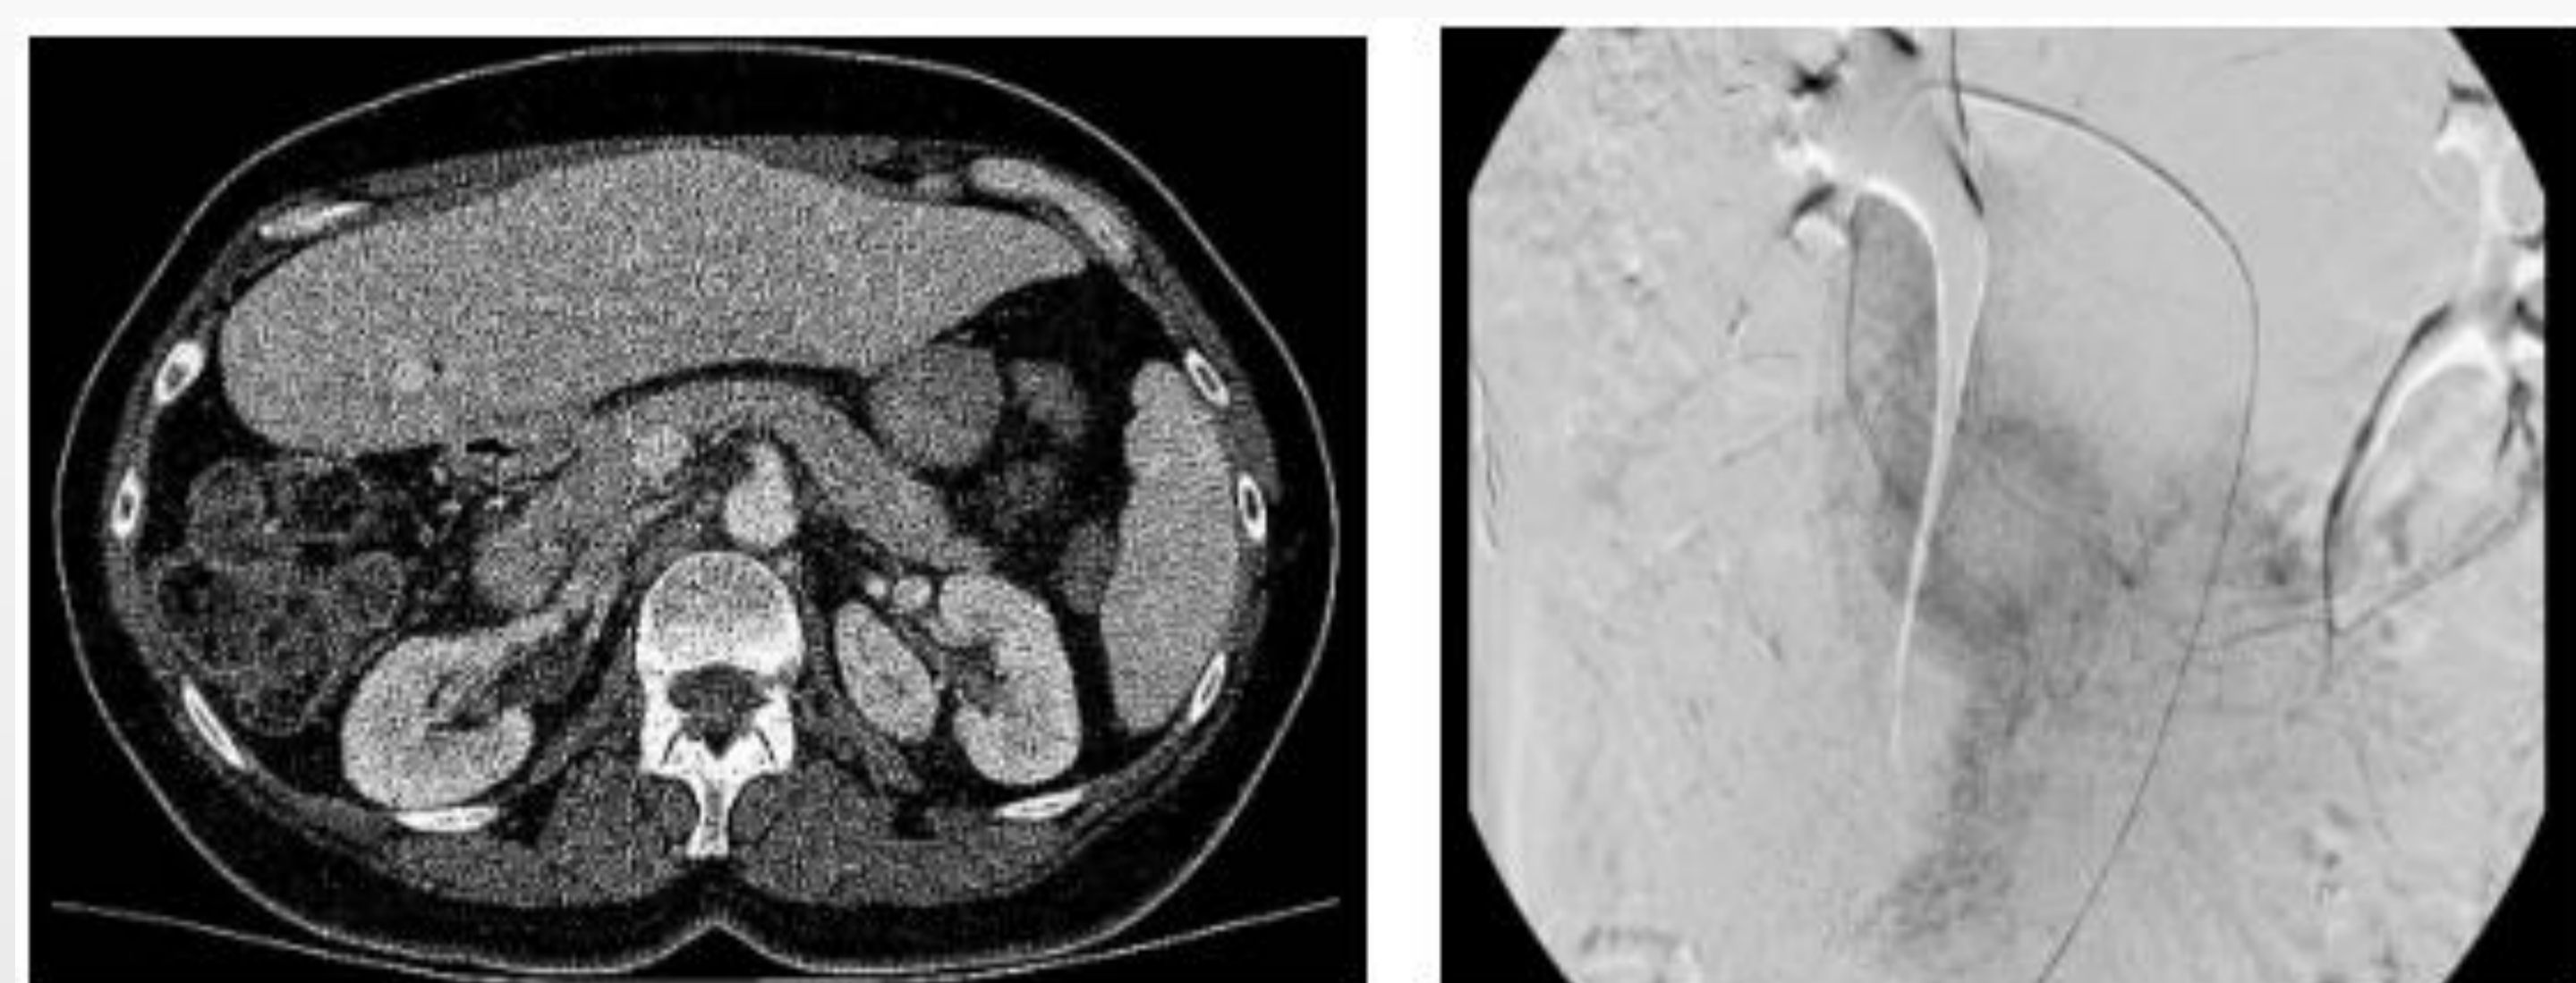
TAC mayo 2015. Recidiva hepática y quimioembolización.
